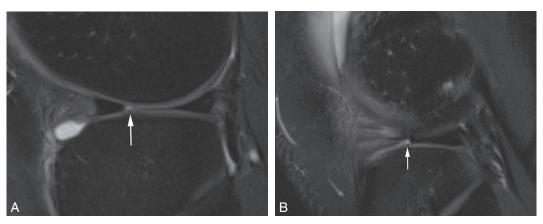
Deux coupes IRM sagittales en T2.
